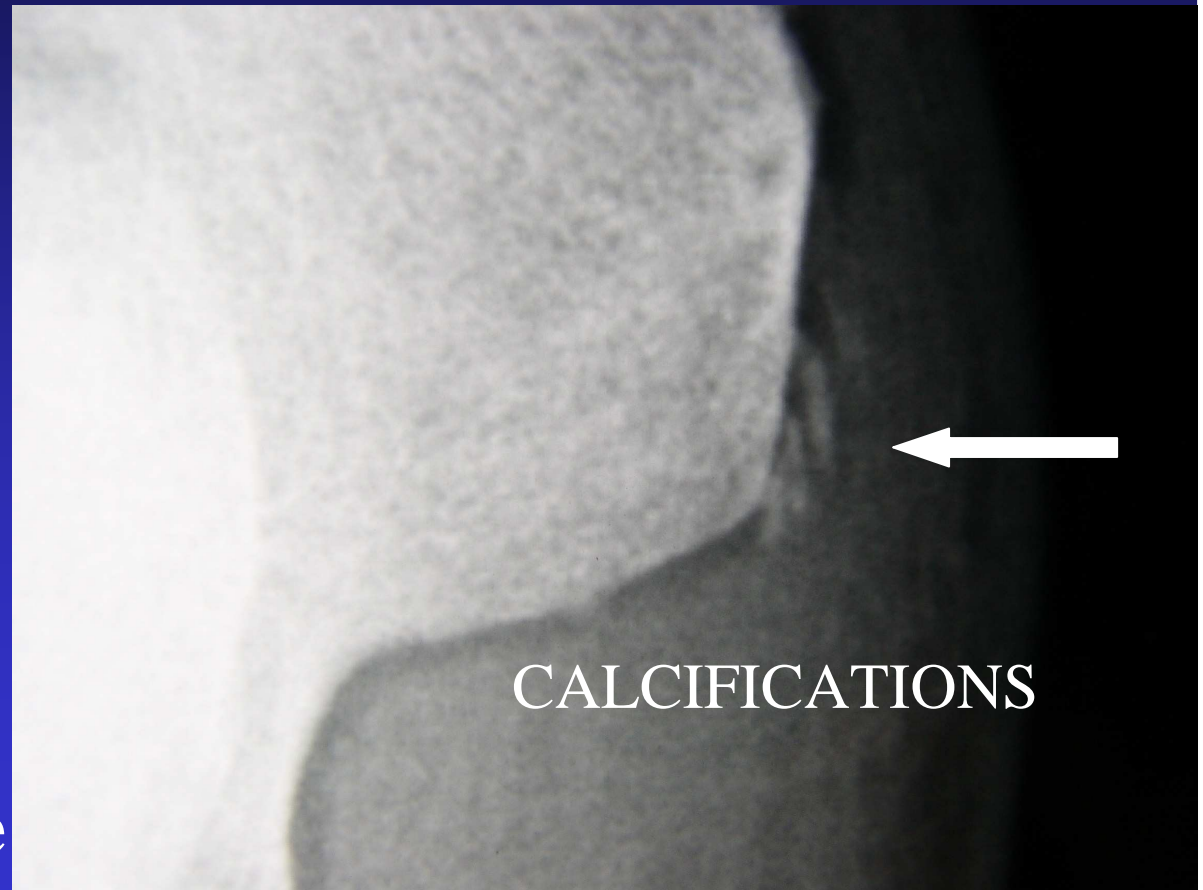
IMAGERIE : LA RADIOGRAPHIE
